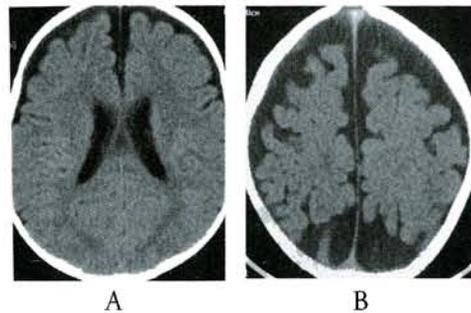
TAC A) Dilatación espacio subaracnoideo bi- frontal e inter-hemisférico. B) Atrofia cerebral
